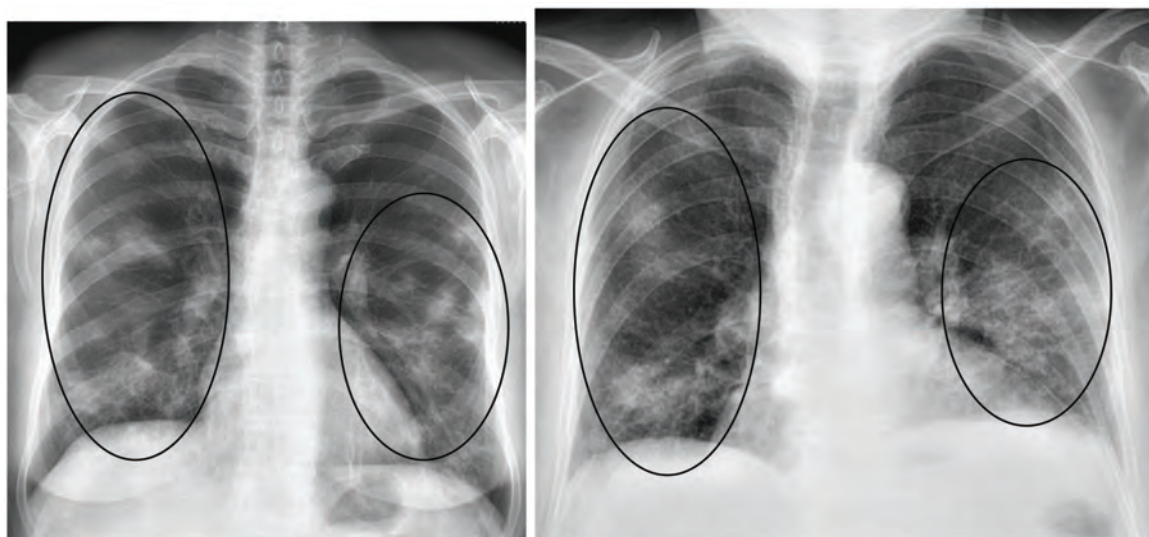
Оглядові цифрові рентгенограми хворих на COVID-19. Визначається двобічне ураження легень у вигляді поліморфних осередкових змін низької та середньої інтенсивності переважно периферичних відділів
